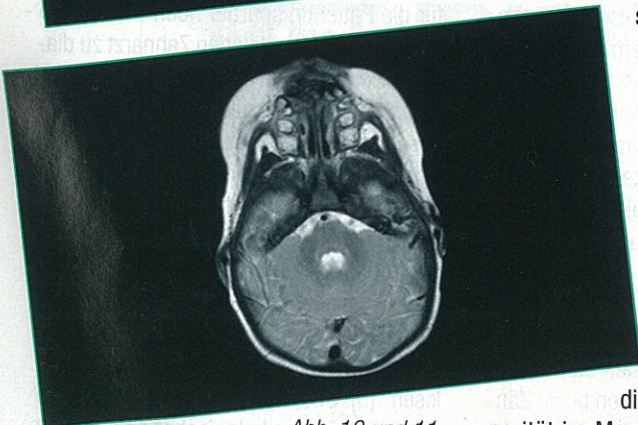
MRT-Befund postoperativ
